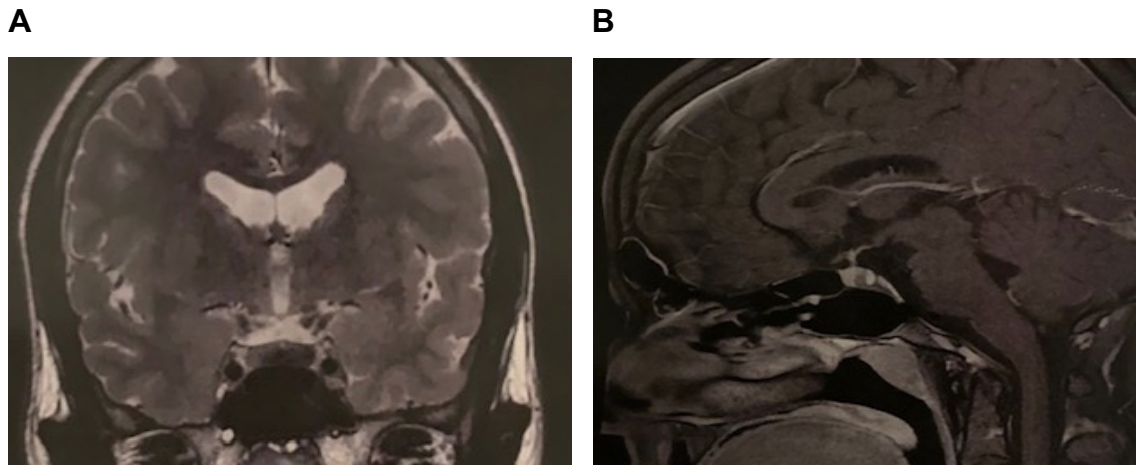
RM de sela túrcica do indivíduo III.1. Imagem ponderada em T2 coronal (A) e ponderado em T1 sagital (B) com microadenoma medindo 9,7x5x3,4 mm.
